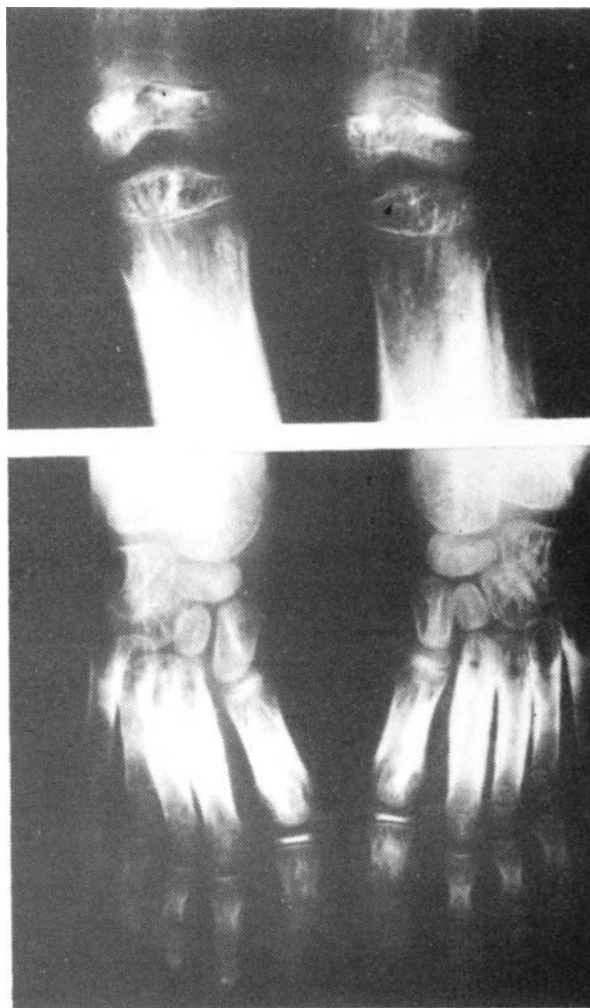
Radiografías AP de rodillas y pies.
